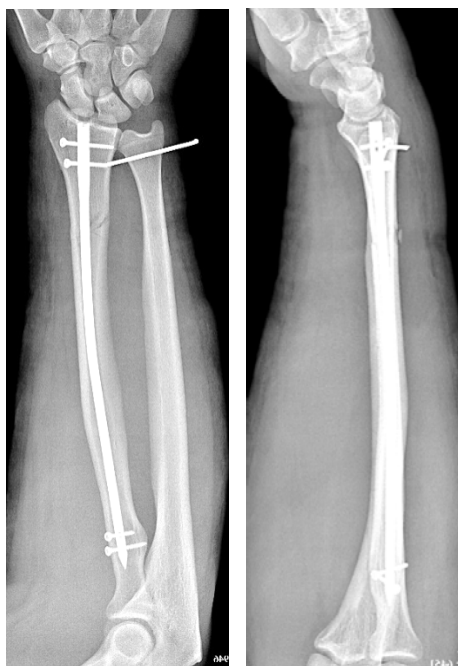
Пациент Б., рентгенограммы после операции
